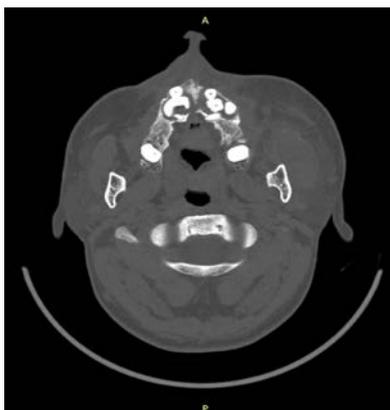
Компьютерная томография верхней челюсти с ретенированными и дистопированными зубами пациента И.
